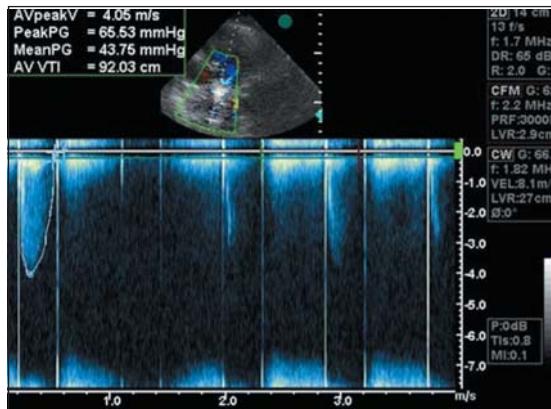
Ecocardiograma transtorácico. Gradiente trans-valvular aórtico: máximo de 65 mmHg y medio de 43 mmHg. Velocidad 4,05 m/sec
